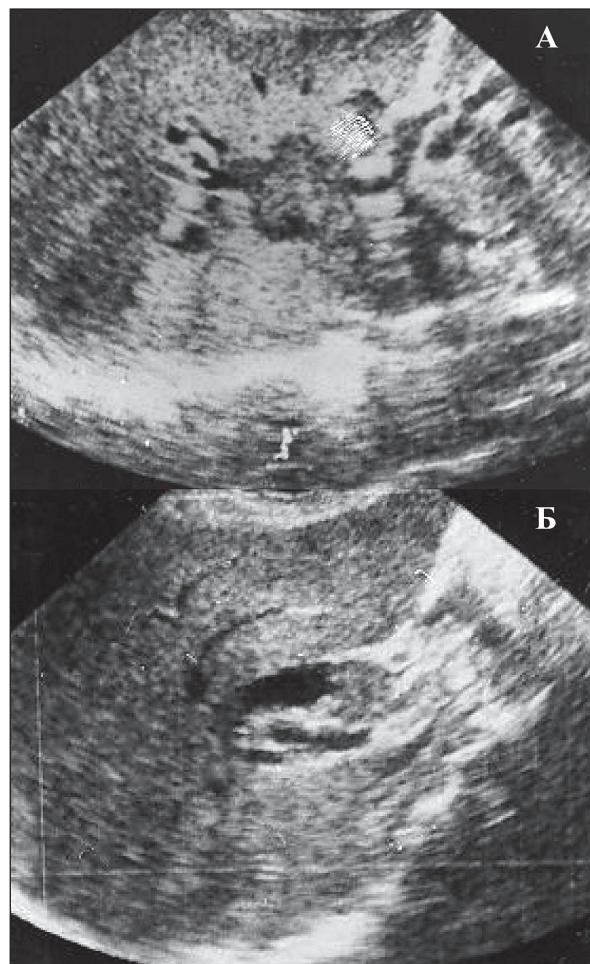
1А, Б. Ультразвуковая томография. Рак общего печеночного протока. Механическая желтуха
